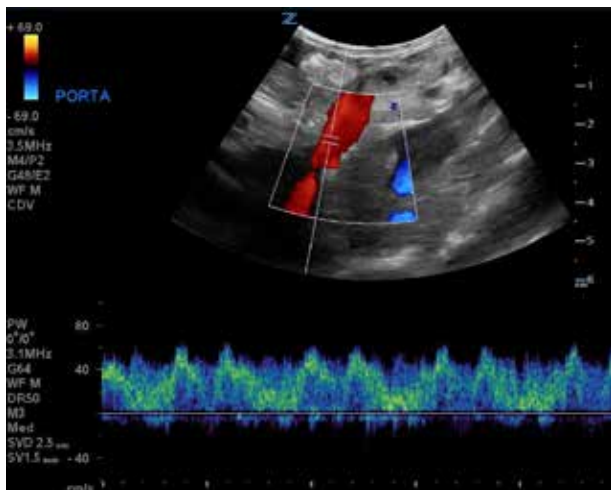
Imagen ecográfica en un corte longitudinal de la paciente con Doppler color y pulsado. Se observa un flujo pulsátil e invertido (hepatófugo) de la vena porta principal.
